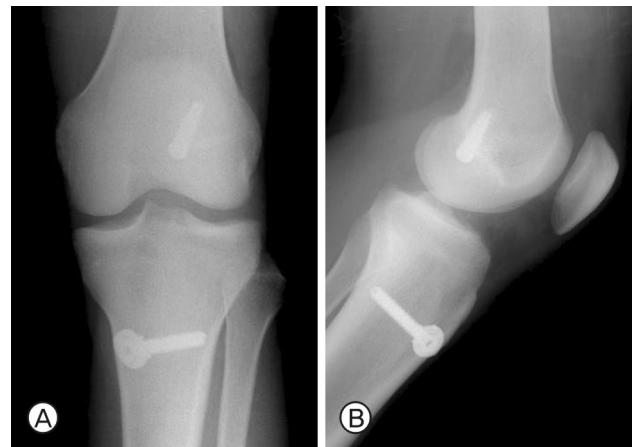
(A, B) Anteroposterior and lateral radiographs of the left knee showed proper placement of the graft and screw.
